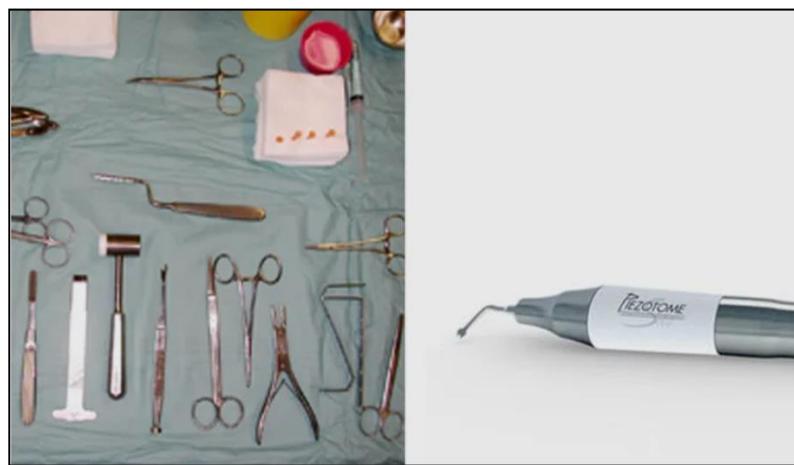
Matériel chirurgical utilisé pour rhinoplastie ultrasonique. (93)
